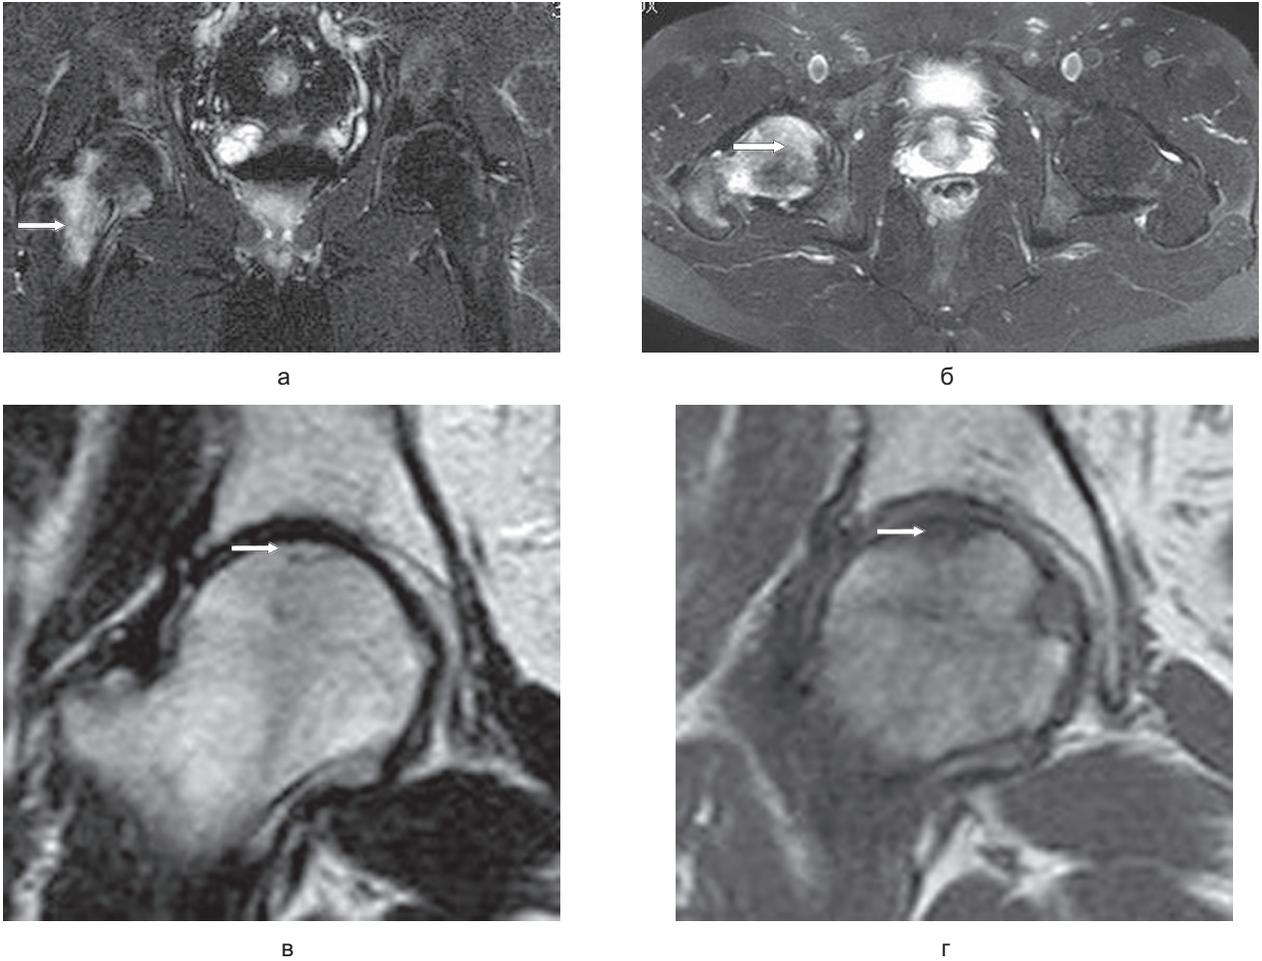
МР-томограммы тазобедренных суставов пациента Д. с остеонекрозом головки левой бедренной кости:
